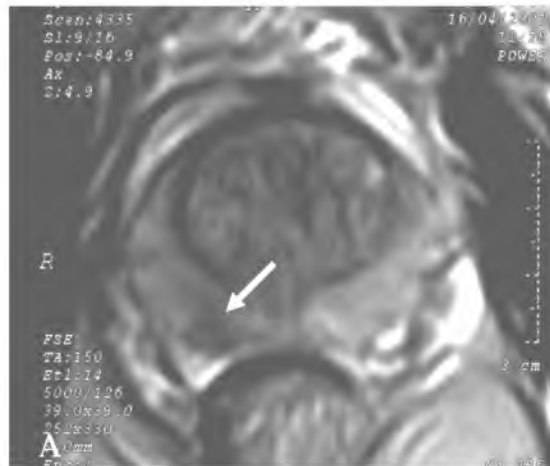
A. IRM axial con bobina de cuerpo entero, secuencia axial ponderando T2: foco de hiposeñal en zona periférica derecha (flecha).
